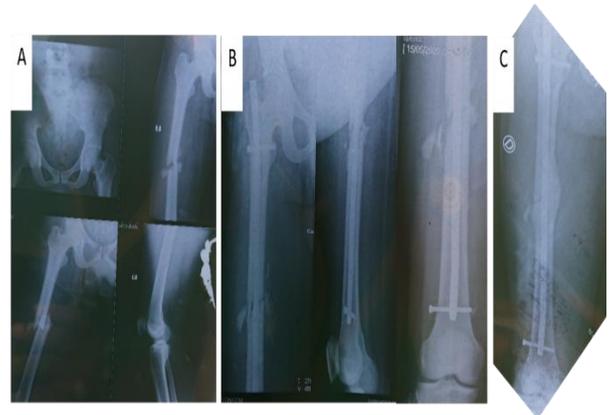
Patient de 48 ans présentant une fracture diaphysaire du fémur traitée par enclouage centromédullaire verrouillé à foyer ouvert. A, radiographies préopératoires; B, Radiographie postopératoire immédiate C, radiographie à 12 mois post opératoire avec une consolidation satisfaisante.
